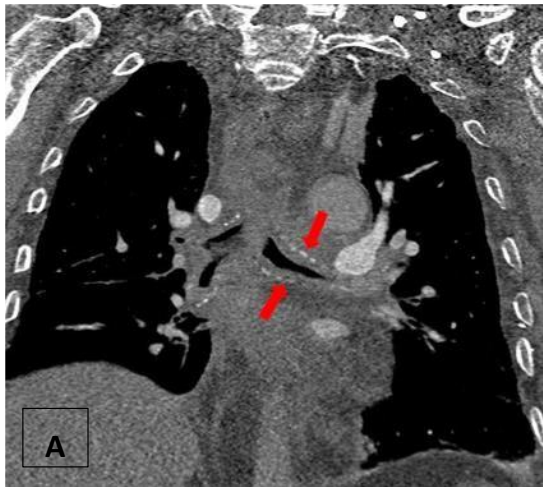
Imágenes A: TC torácico diagnóstico. Imágenes B: TC torácico 3 meses post-tratamiento.
